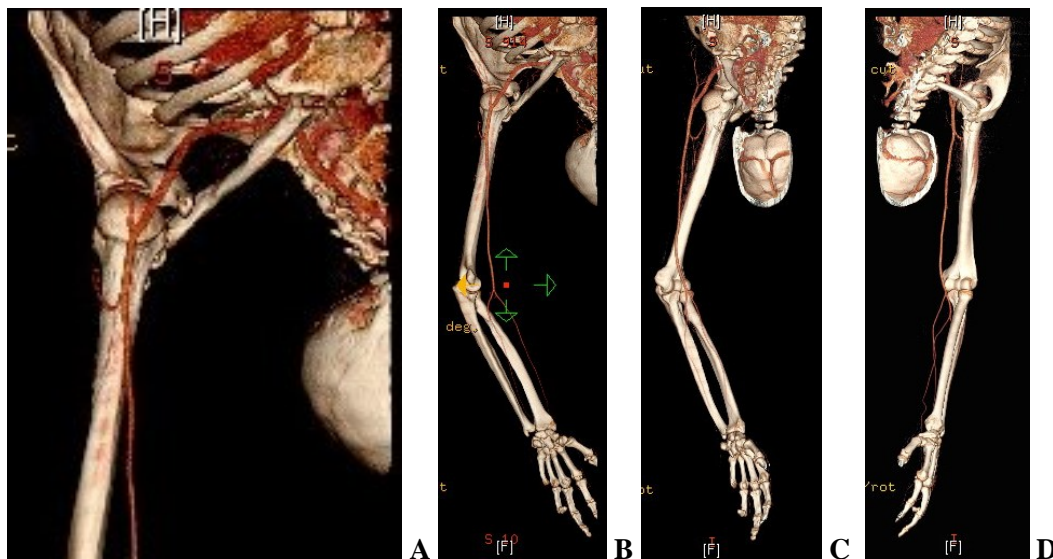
A-D Angio-CT mit subtraktionsangiographischer 3-D-Rekonstruktion mit Anteilen der arteriellen Gefäßversorgung der Schulter und der oberen Extremität. Deutlich zu erkennen der bogenförmige Abgang der Arteria circumflexa humeri posterior aus der Arteria axillaris. Linke Aufnahme (A): Ansicht von ventro-lateral, vergrößerter Ausschnitt aus B, die Darstellungen C und D zeigen den arteriellen Gefäßverlauf bei zunehmender Drehung um die Körperachse zur besseren Demonstration des Arteria circumflexa- Abganges aus der A. axillaris, in C und A sind schemenhaft der Abgang der Arteria nutricia zu (erahnen) erkennen, (eigenes Patientengut).
